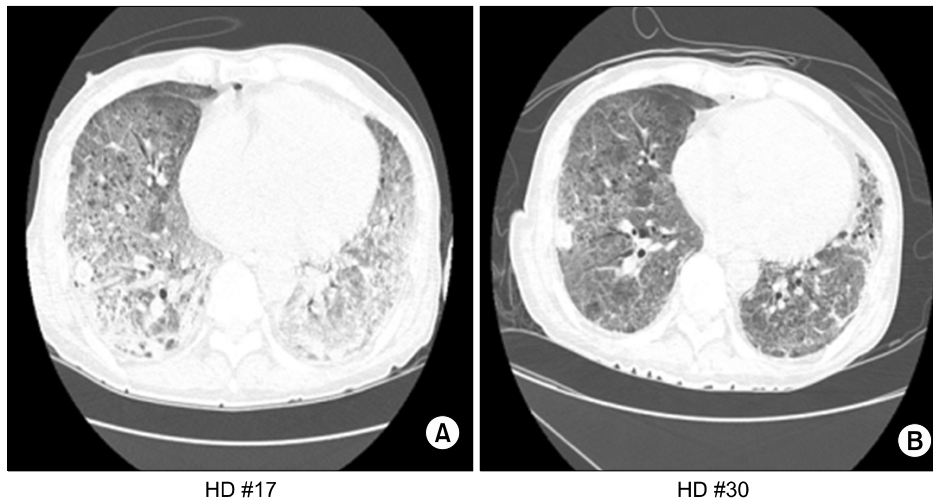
(A) HRCT section through the lung bases shows multiple consolidations and diffuse ground glass opacification in both lower lungs. (B) HRCT obtained 13 days later shows interval improvement with diffuse ground glass opacification and consolidation in both lungs.
